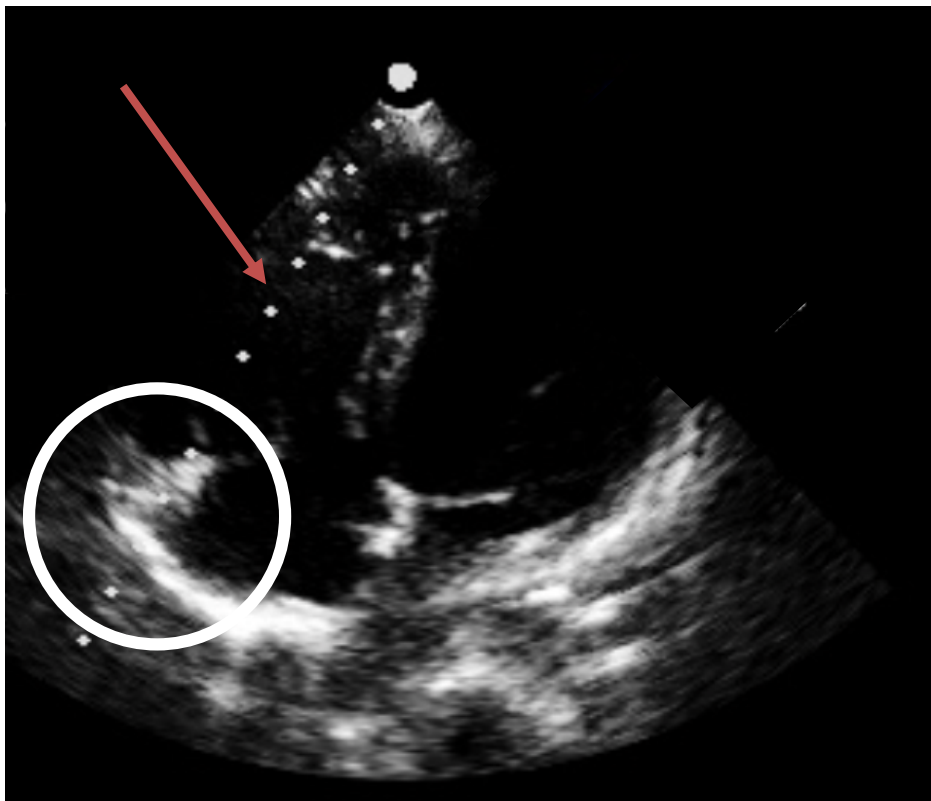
Messung der TAPSE durch den lateralen Trikuspidalklappenring im Vierkammerblick der Echokardiographie. Der rote Pfeil zeigt auf die Schnittebene des Schallkopfs. Der weiße Kreis zeigt die Position des Trikuspidalklappenrings.
